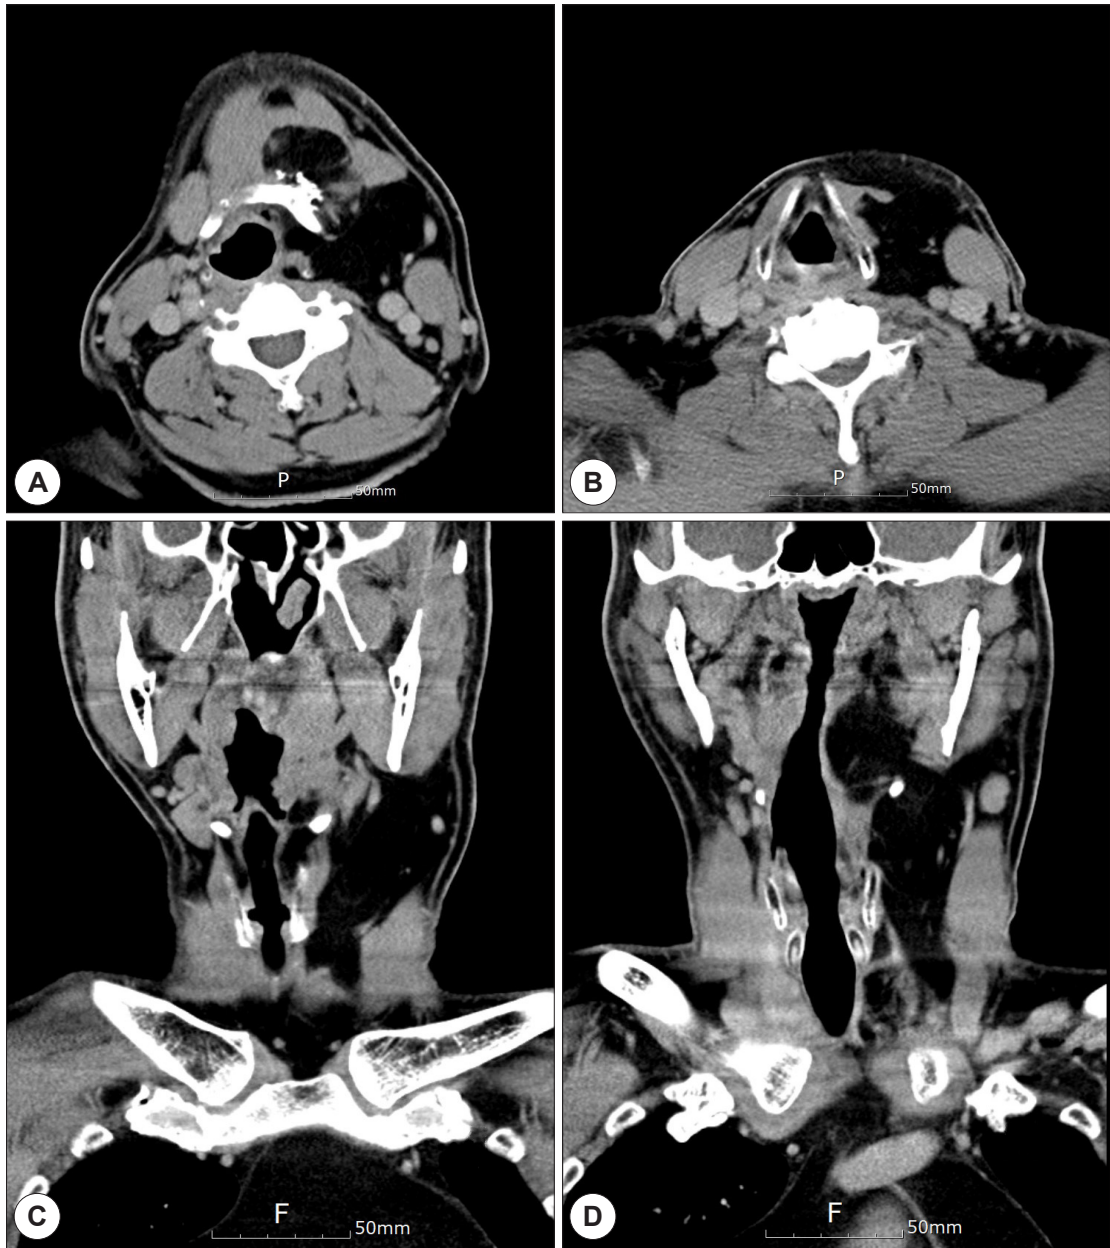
Preoperative neck CT identifying a prominent fatty low density mass at left thyroid, anterior cervical space, retropharyngeal and submental spaces in (A,B) axial view and (C,D) coronal view.
